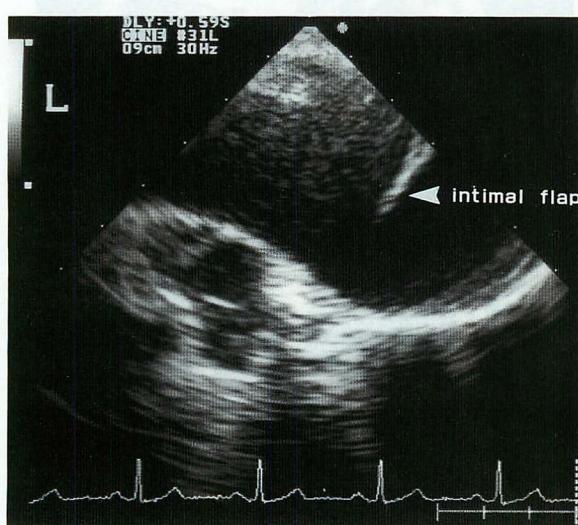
Transesophageal Doppler echocardiograms of a type DeBakey IIIb
